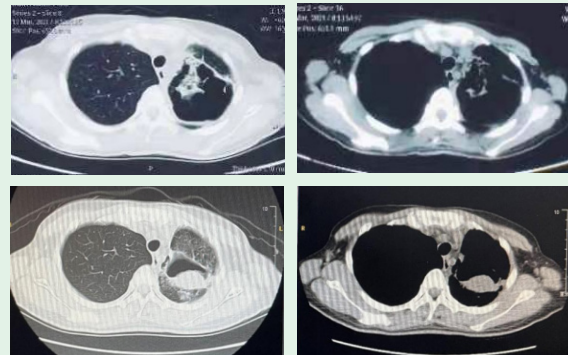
左上、右上为 2021-03-11 肺 CT, 左下、右下为 2021-04-13 肺 CT
